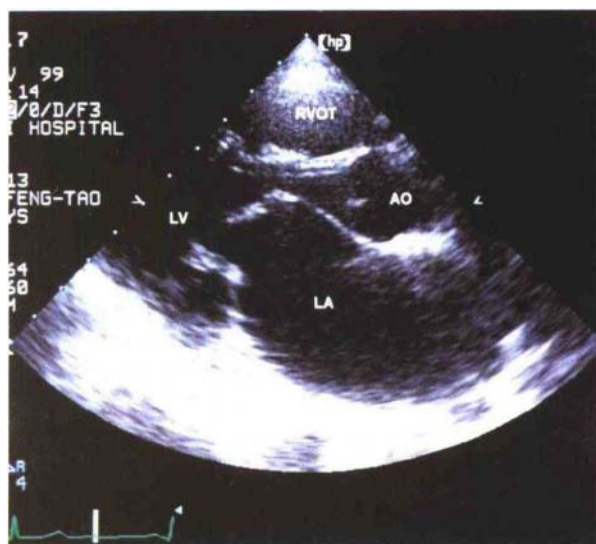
二尖瓣狭窄患者左心长轴切面舒张期二尖瓣开放受限，前叶呈气球样改变，瓣叶回声增厚，反射增强，另可见左房扩大(同济医院超声影像科供图)
